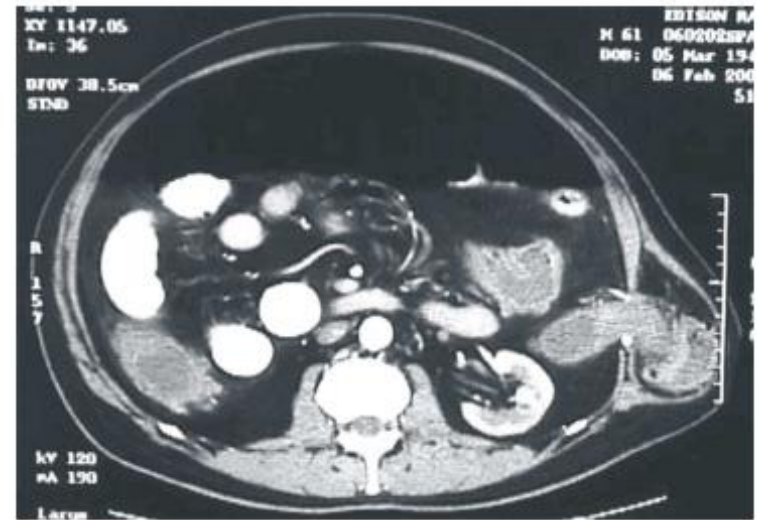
Tomografia computadorizada de abdome – pneumoperitônio e herniação do cólon sigmóide através do trigono lombar superior esquerdo.
